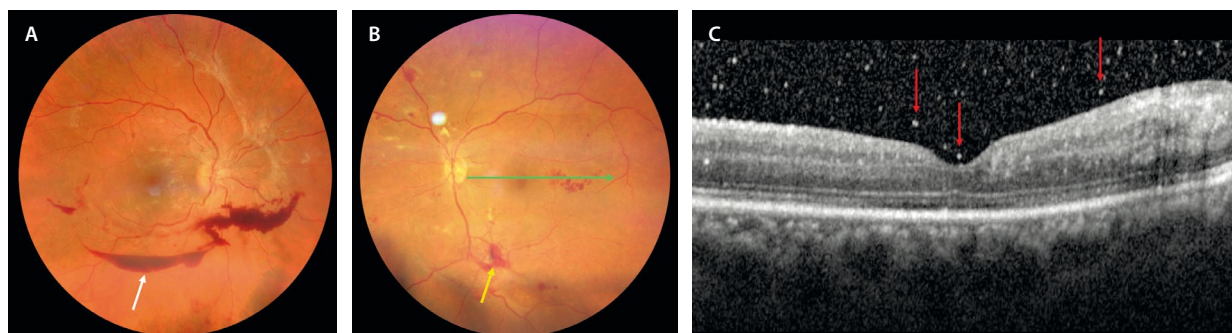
Hemorragia prerretiniana y vítrea. A) Retinografía de un caso de retinopatía diabética proliferativa donde se evidencia una hemorragia subhialoidea (flecha blanca). B) Otro caso de retinopatía diabética proliferativa con hemorragia vítrea inferior y neovasos (flecha amarilla). C) En la tomografía de coherencia óptica correspondiente a la flecha verde de la retinografía (B), se pueden apreciar múltiples puntos hiperreflectivos (flechas rojas) en el vítreo que denotan la presencia de hemorragia vítrea.
